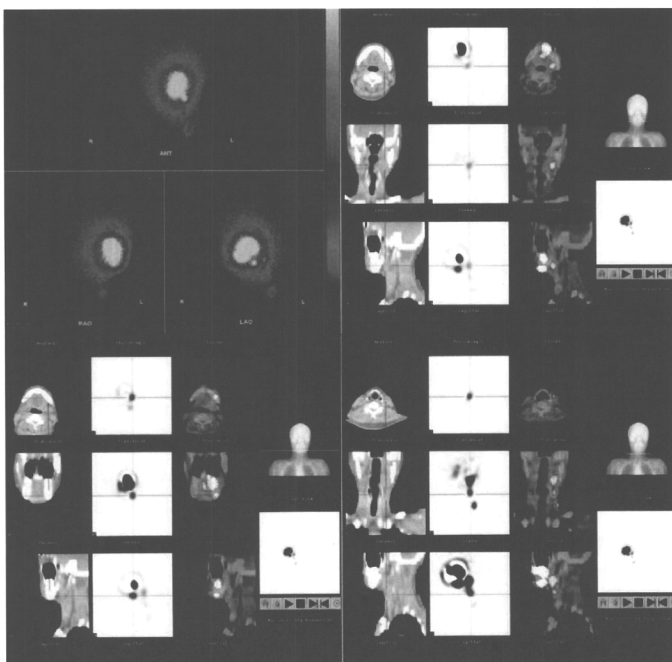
リンパシンチグラム及び SPECT/CT
